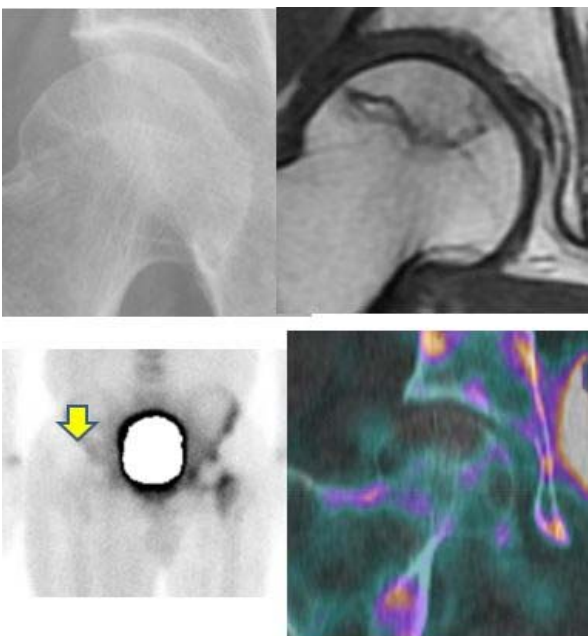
Stage 2 症例。右上:単純 X 線像, 左上: MRI T1 強調像, 右下: 骨シンチグラフィ像, 左下: SPECT/CT 像。
